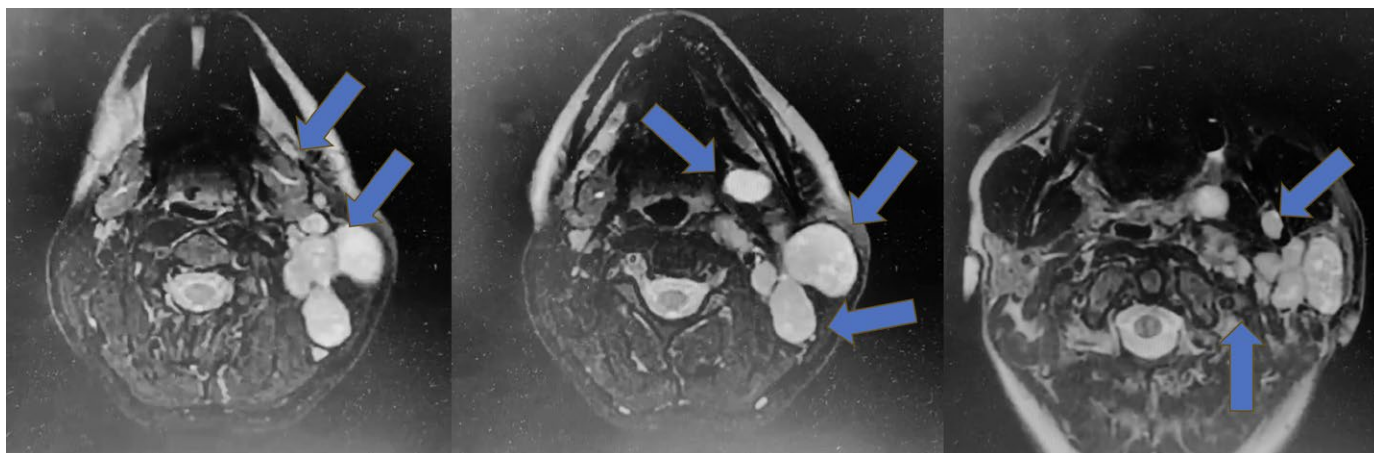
МРТ мягких тканей шеи (2021 г.): множественные гиперваскулярные образования в проекции угла нижней челюсти слева с прилеганием к углу нижней челюсти, гиперваскулярное образование в проекции глоточного отростка околоушной слюнной железы
